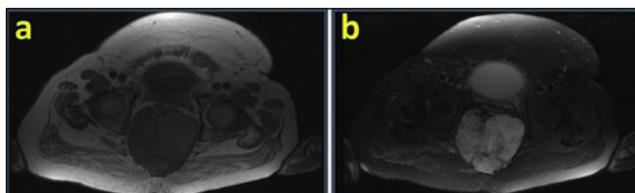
RM en planos axiales.
